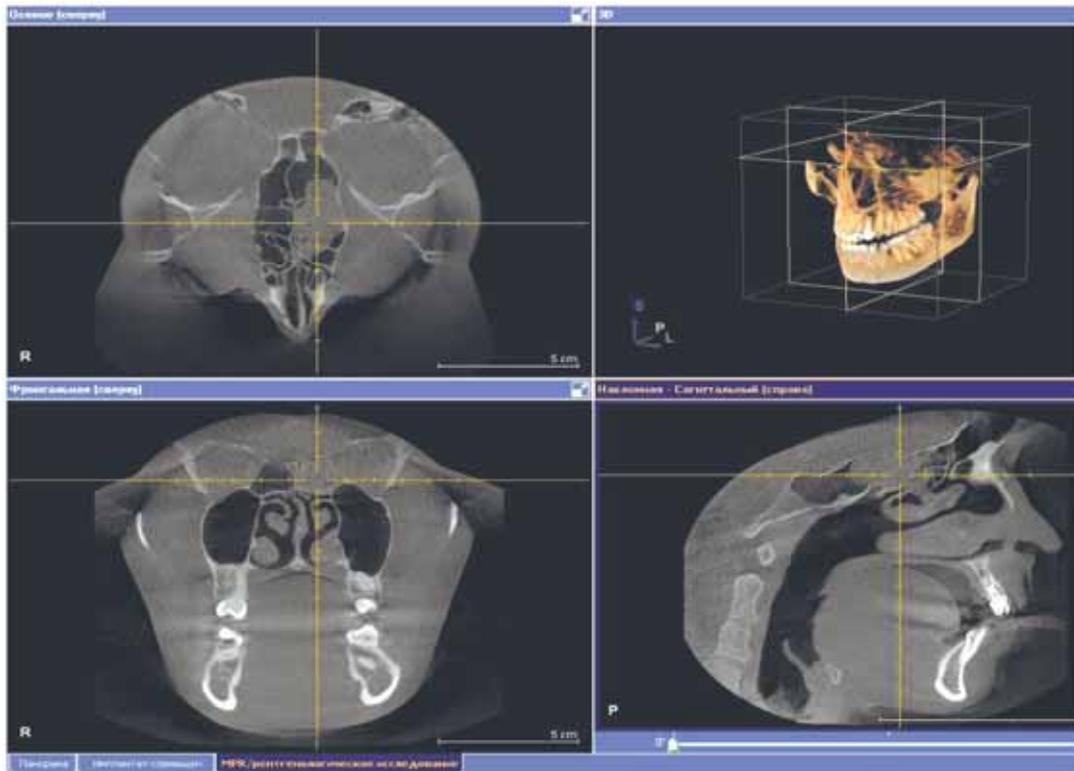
На 3D-компьютерной томографии придаточных пазух носа представлено затенение задних клеток решетчатого лабиринта слева.
